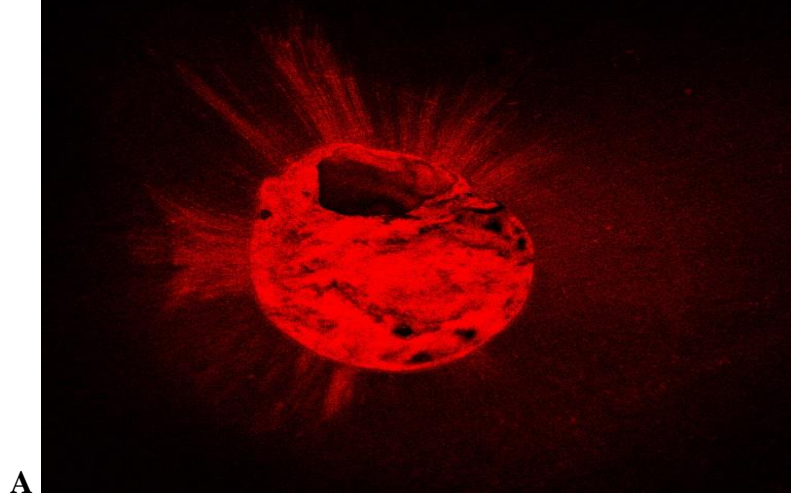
TK-MDA grubunda, A; koronal B; orta C; apikal dentin kesitlerinden alınan CLSM görüntüleri (4X).
